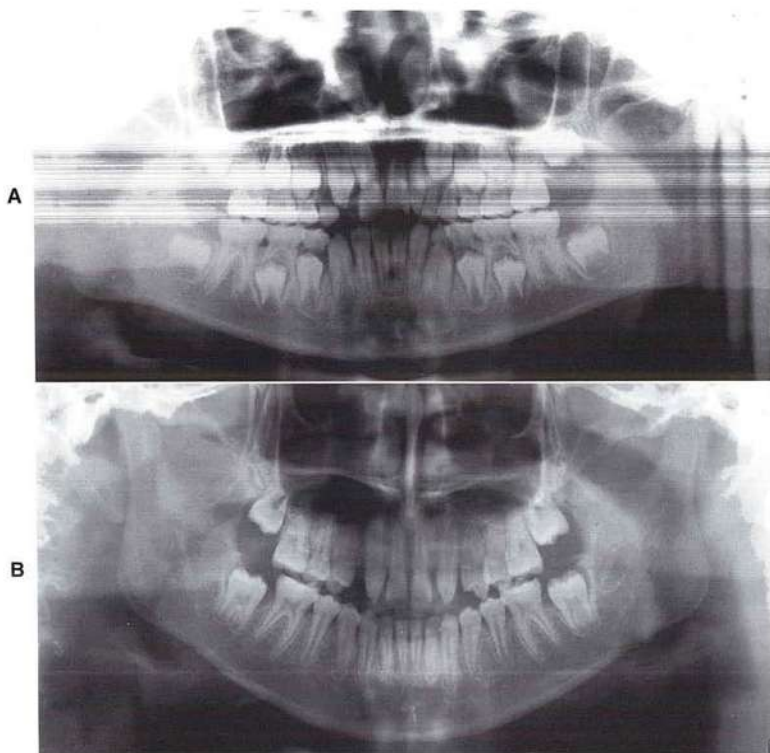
A, La radiografía panorámica de este paciente muestra la ausencia de un incisivo lateral superior permanente y otro en forma conoide. B, En lugar de abrir o cerrar el espacio unilateralmente, se extrajo el lateral conoide y se dejó que los dientes se desplazaran y erupcionaran. Posteriormente, el tratamiento consistirá en cerrar el espacio bilateral o colocar implantes para mejorar la simetría y la estética.
